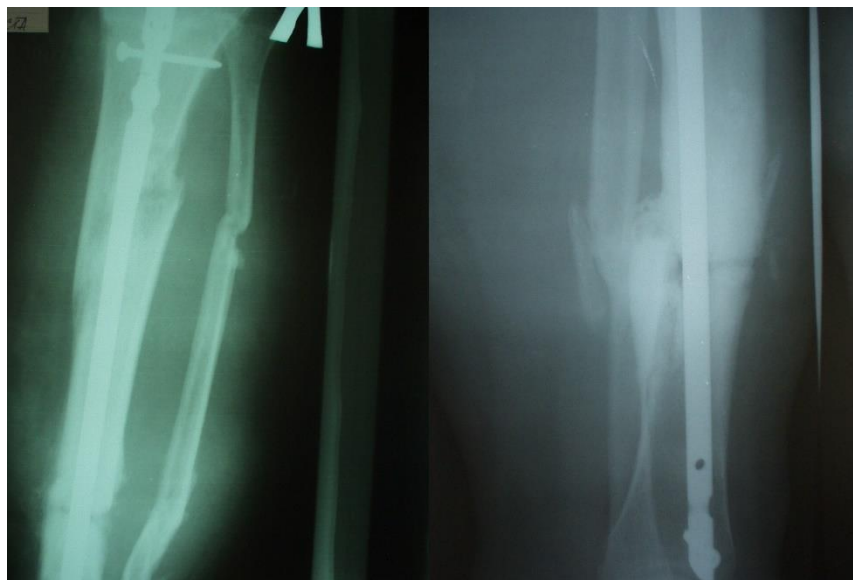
Рентгенограмма левой голени пациентки П., через 8 месяцев после травмы
